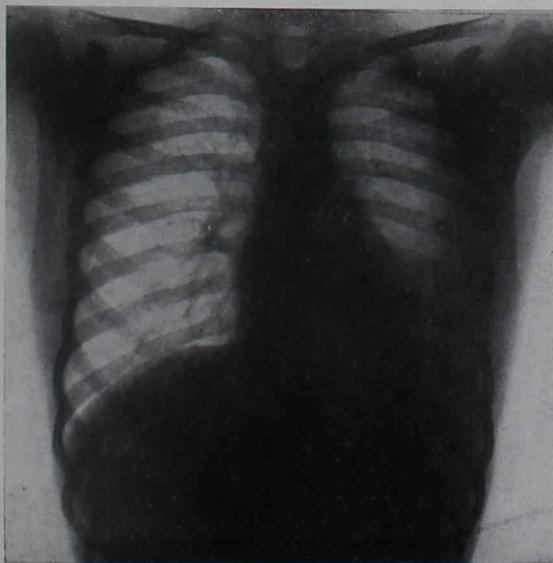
º 2.—Rafael P.—Radiografía del 27 de agosto de 1936
